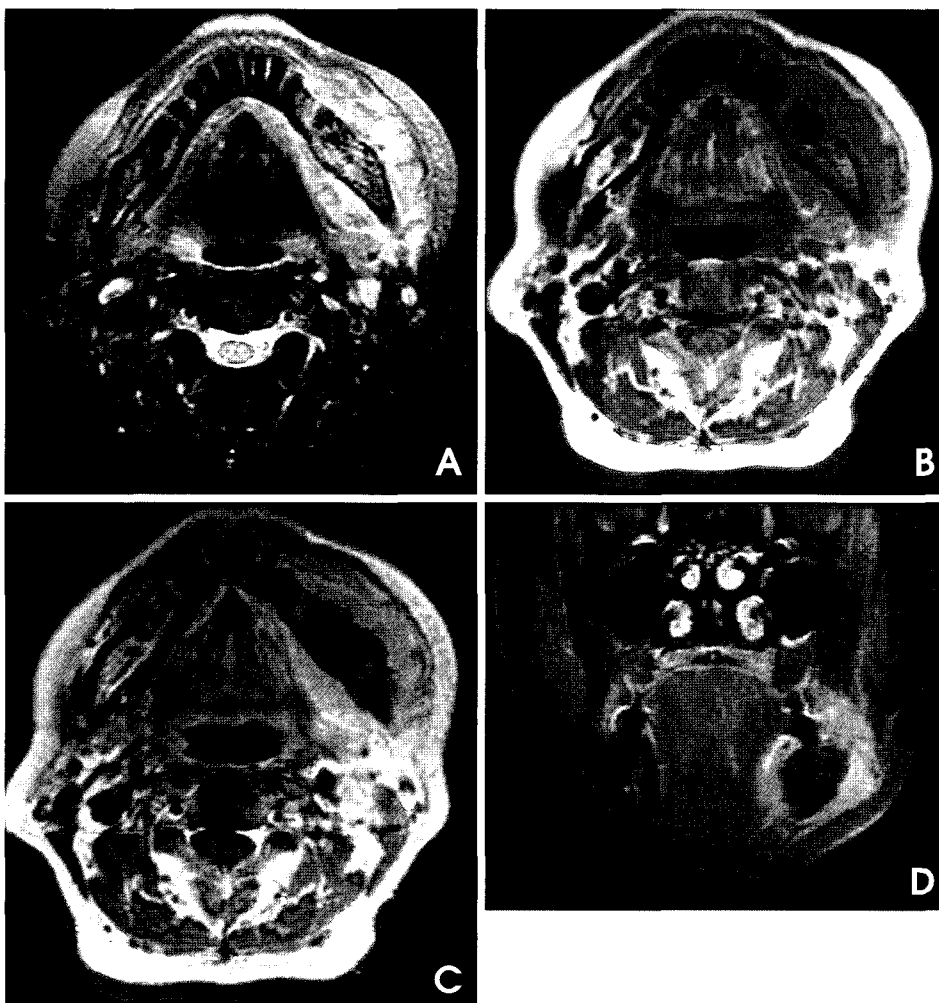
Magnetic resonance images corresponding to Fig. 2. A. Axial fat-suppressed T2-weighted image. B. Axial T1-weighted image. C. Axial enhanced T1-weighted image. D. Coronal fat-suppressed, enhanced T1-weighted image. T2-weighted image shows a hyperintensity lesion occupying the left posterior mandibular body area. However, the signal intensity of the central portion of the lesion that showed a low attenuation on computed tomography is not so high as water on T2-weighted image and shows moderate enhancement though some central portion remains unenhanced. This indicates that the central portion of the lesion may be solid.
